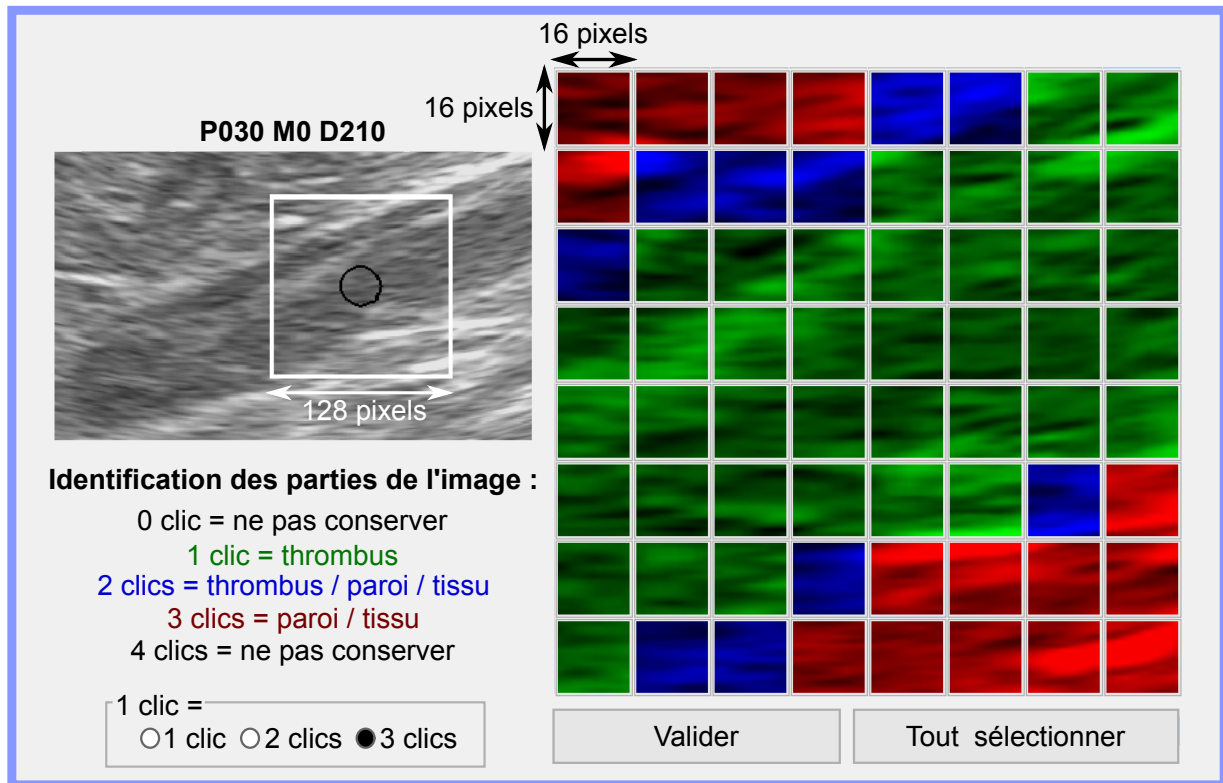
IHM *Mosaic* pour segmenter les échographies de thrombus. Chaque case est teintée en fonction du nombre de clics de l'utilisateur sur celle-ci. Chaque teinte correspond à une étiquette parmi « Thrombus », « Mixte » ou « Tissu ». Il est possible de cliquer sur toutes les cases à la fois en appuyant sur le bouton « Select All ».
